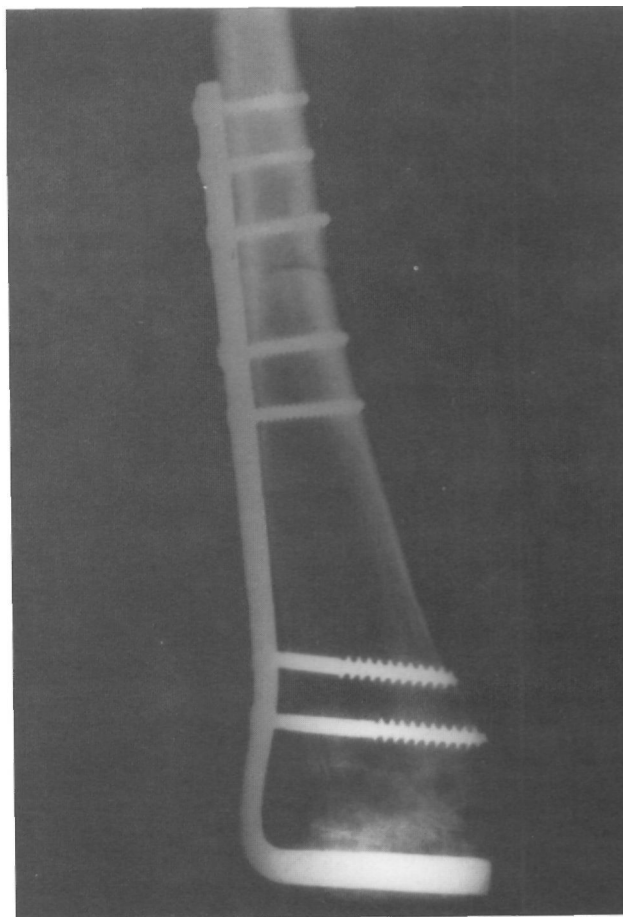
Radiografía AP de la extremidad distal del fémur de un paciente de 14 años afecto de osteosarcoma y tratado con un injerto intercalar. Obsérvese a los 4 meses de evolución la consolidación aparente del externo metafisario.
